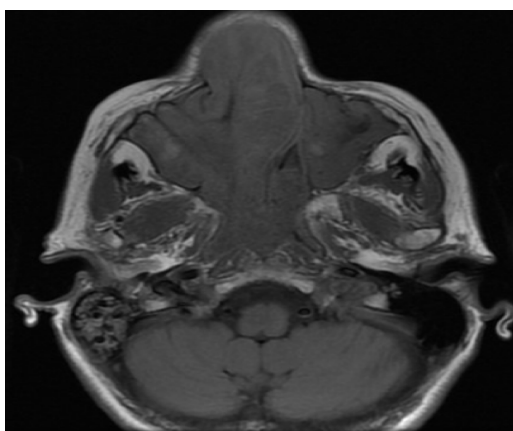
RMN de MCF. Secuencia T1 serie sin contraste endovenoso. Corte axial. Lesión expansiva sólida ubicada sobre seno maxilar derecho, que se extiende rodeando la pared interna del seno maxilar hacia fosa nasal homolateral.
